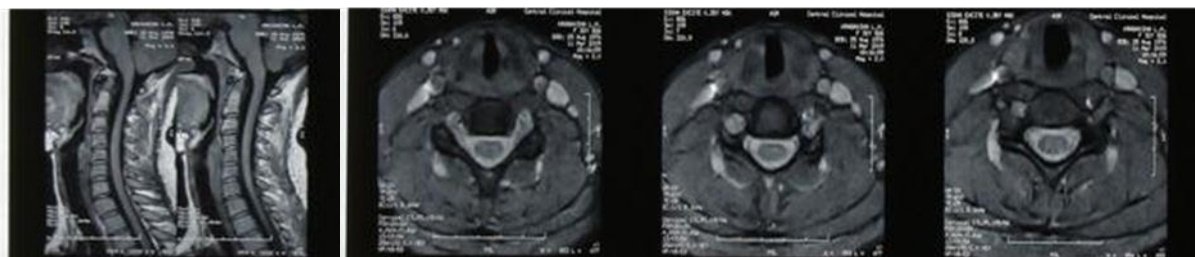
МРТ гортани (уровень голосовой щели и подскладкового пространства) (Источник: Ростовцев М. В., Кармазановский Г. Г., Литвиненко И. В. Лучевая диагностика рака гортани (тактика, трудности, ошибки), 2013, с. 74)
